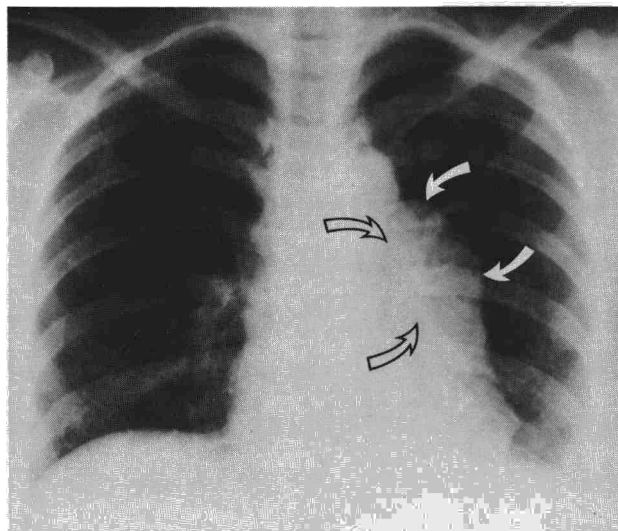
Radiografía PA de tórax: masa mediastínica anterior (flechas macizas) que oculta el hilio izquierdo (flechas huecas). Neumonía en lóbulo inferior izquierdo y derrame pleural.
